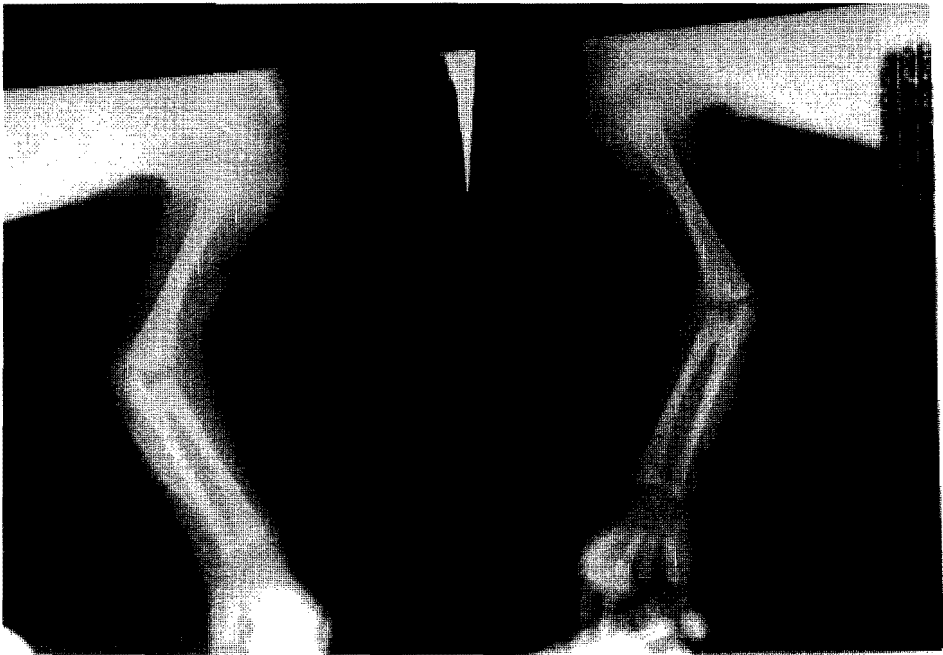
Radiografía de miembros superiores
